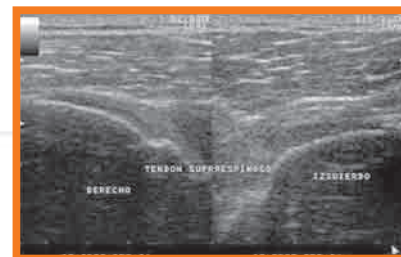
Sonografía en la cual se observa tendón supraespinoso derecho e izquierdo.
